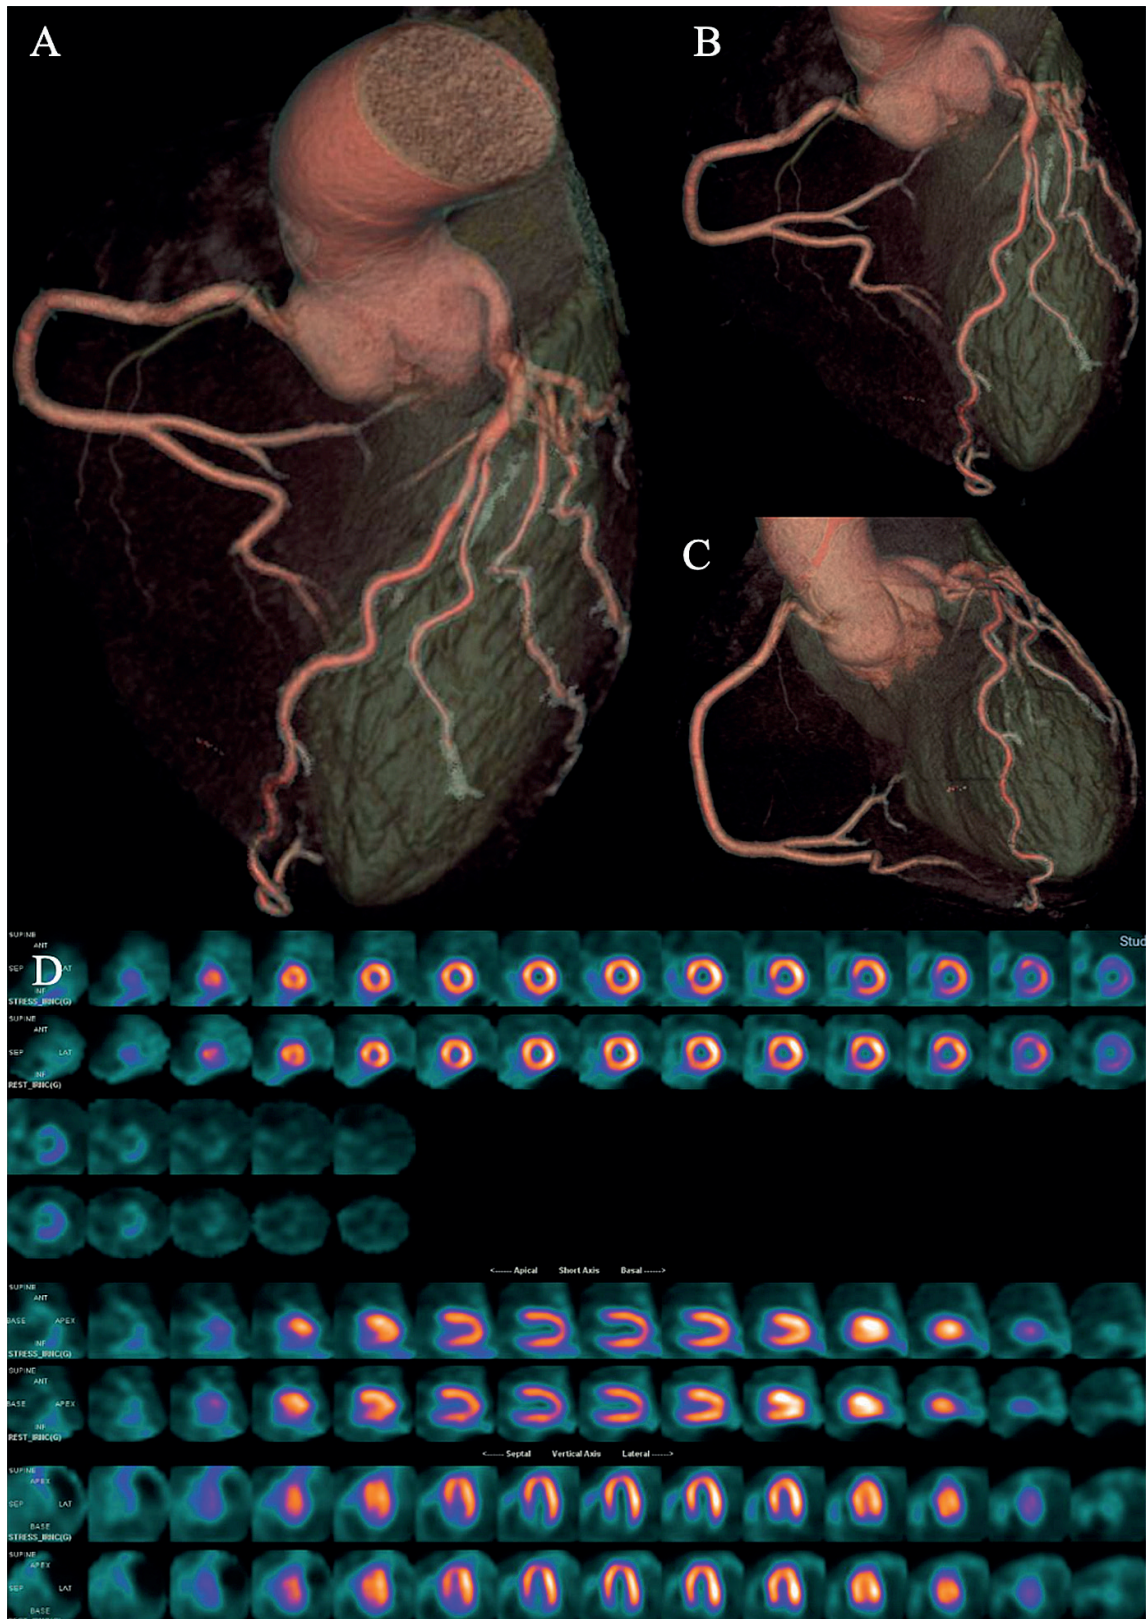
Angiotomografia coronariana e cintilografia de perfusão miocárdica durante o seguimento.
